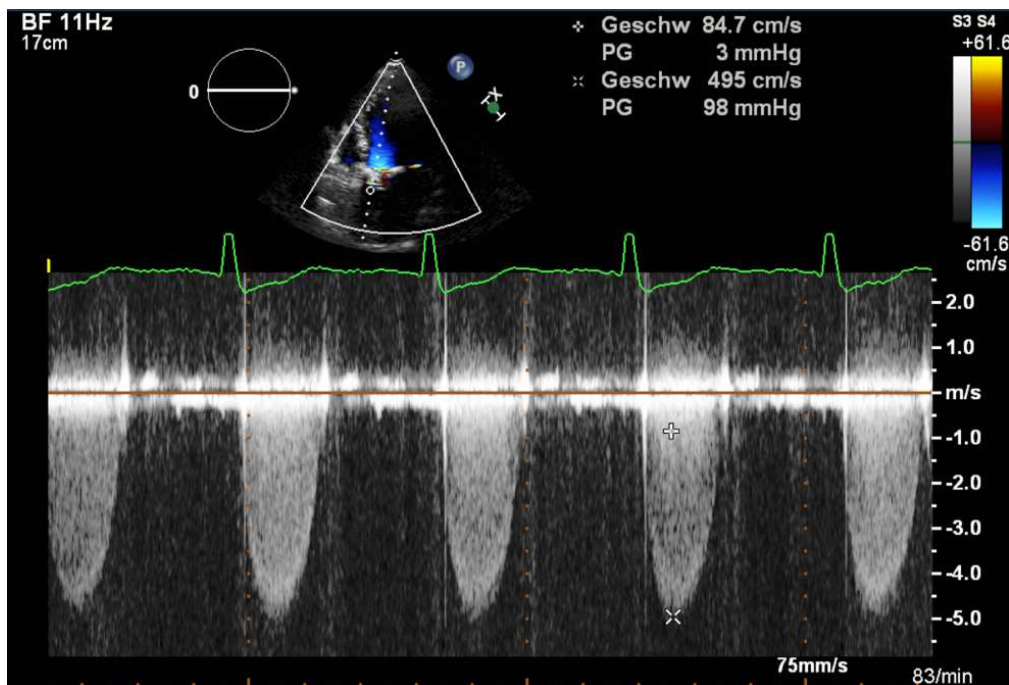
CW-Doppler bei schwerer Aortenklappenstenose (eigenes Patientenkollektiv)
